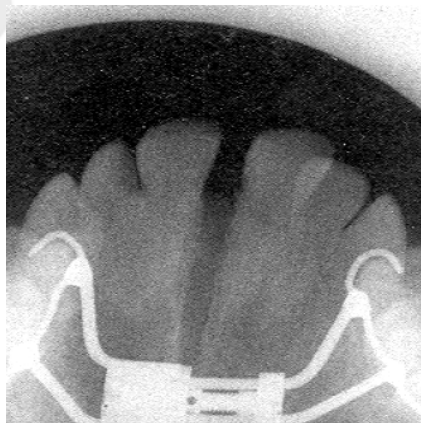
Рентгенограмма срединного нёбного шва
